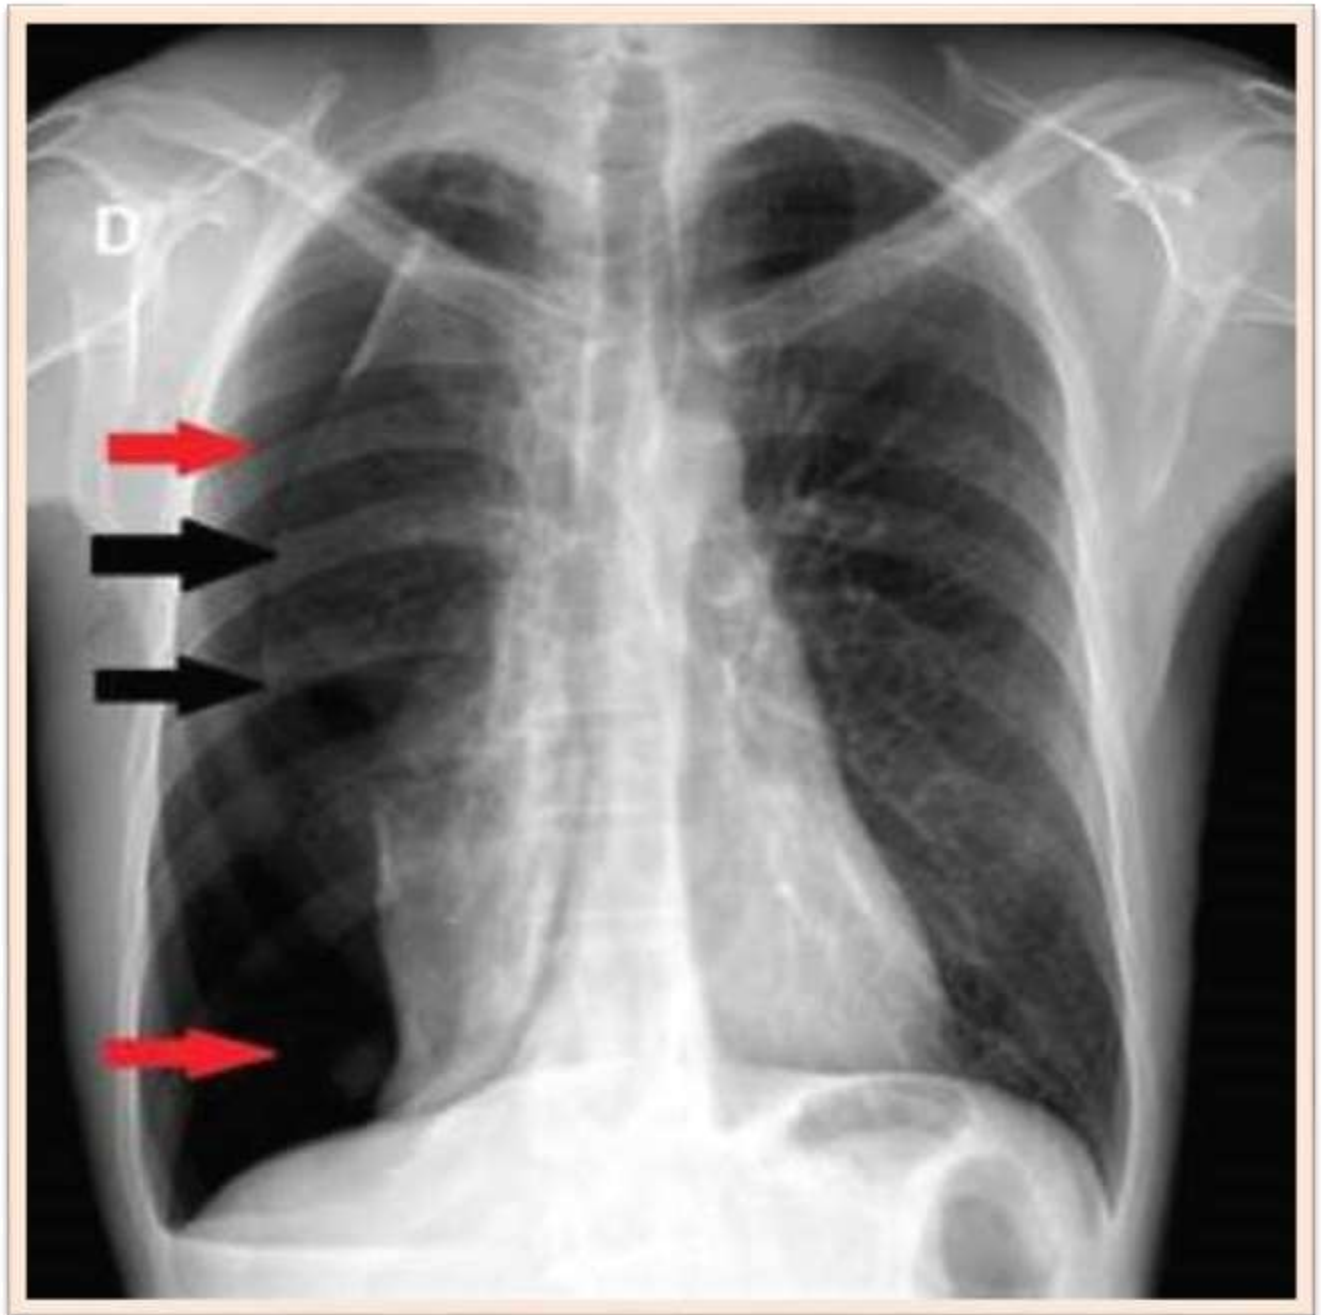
Radiografía Tórax*
